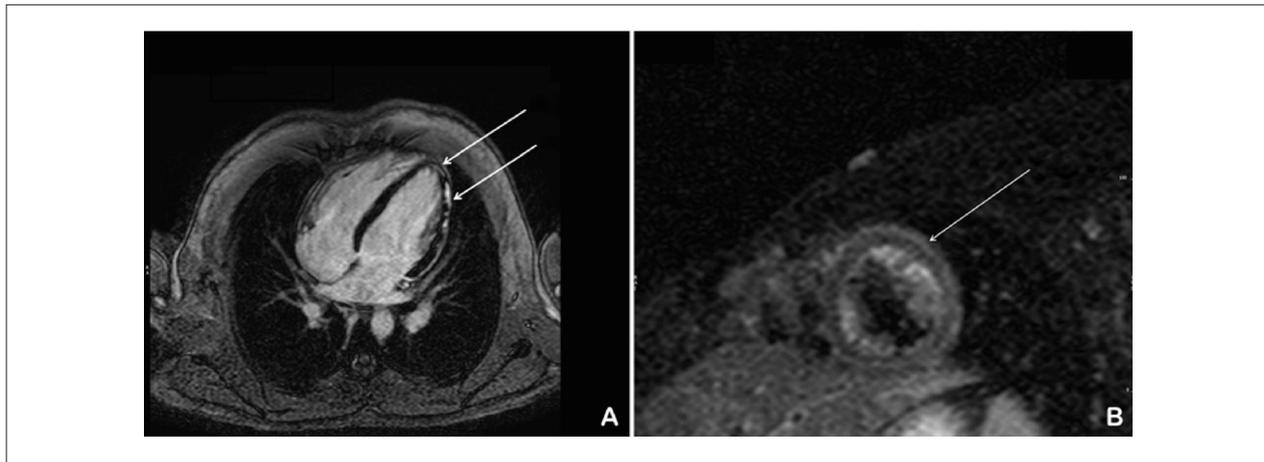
Ressonância magnética cardiovascular com realce tardio de padrão não isquêmico mesoepicárdico: (A) 4 câmaras; (B) eixo curto.
